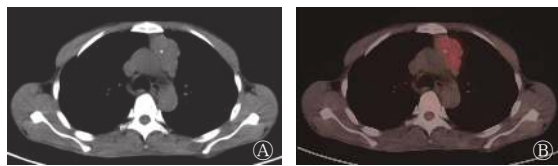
胸腺瘤 B2 型患者(男性, 38 岁)的 <sup>18</sup>F-FDG PET/CT 显像图 图中, A: CT 横断面图, 显示左前纵隔有一长约 5.4 cm 的软组织肿块影, 呈分叶状, 内见点状钙化; B: PET/CT 横断面融合图, 显示肿块对 <sup>18</sup>F-FDG 的代谢轻度增高, SUV<sub>max</sub>=4.71。FDG: 氟脱氧葡萄糖; PET: 正电子发射断层显像术; CT: 计算机体层摄影术; SUV<sub>max</sub>: 最大标准化摄取值
